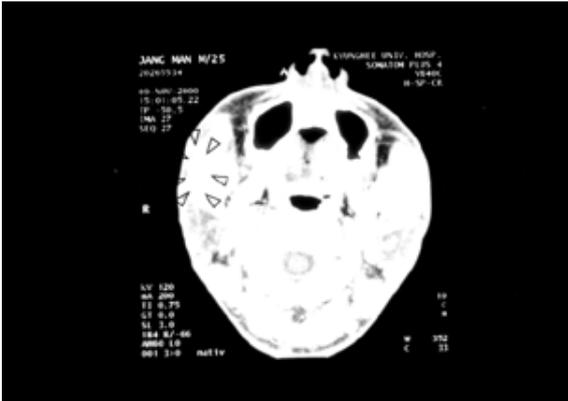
In MRI, radiopaque mass (arrow headed) was noted in buccinator muscle on Rt. side.
